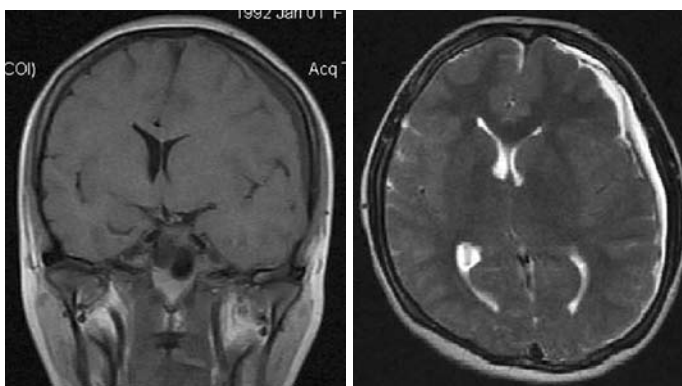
МРТ головного мозга, T1-взвешенные изображения, корональная проекция, T2-взвешенные изображения, аксиальная проекция. Интракраниальная субдуральная гематома.
